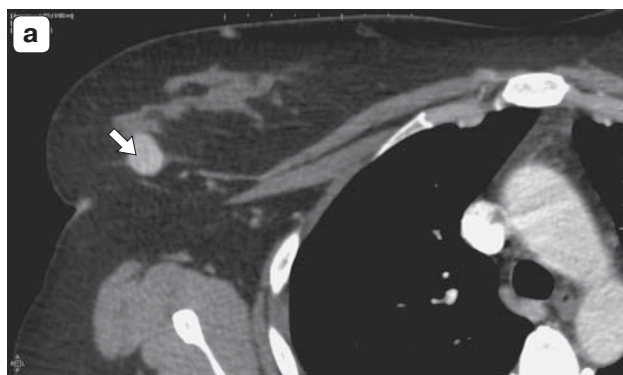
Постконтрастные компьютерные томограммы в аксиальной плоскости, выполненные на уровне среднего этажа грудной полости, в артериальную фазу до и после лечения. а – стрелкой указана опухоль; б – полная резорбция ранее определяемого опухолевого образования в верхненаружном квадранте правой молочной железы.
